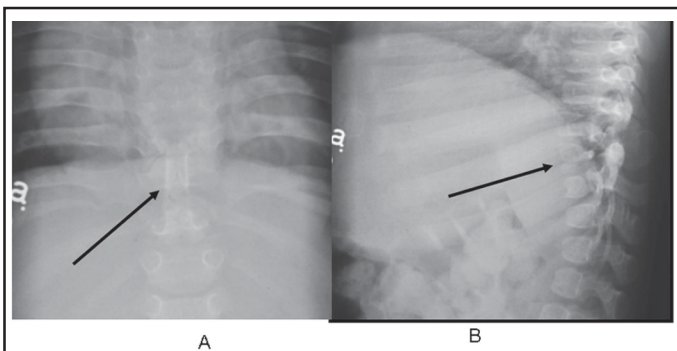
Radiographies conventionnelles de face (A) et de profil (B) du rachis thoraco-lombaire, démontrant des corps vertébraux anormaux de Th 9 à 11, avec hypoplasie de Th 10 (flèche en A).
